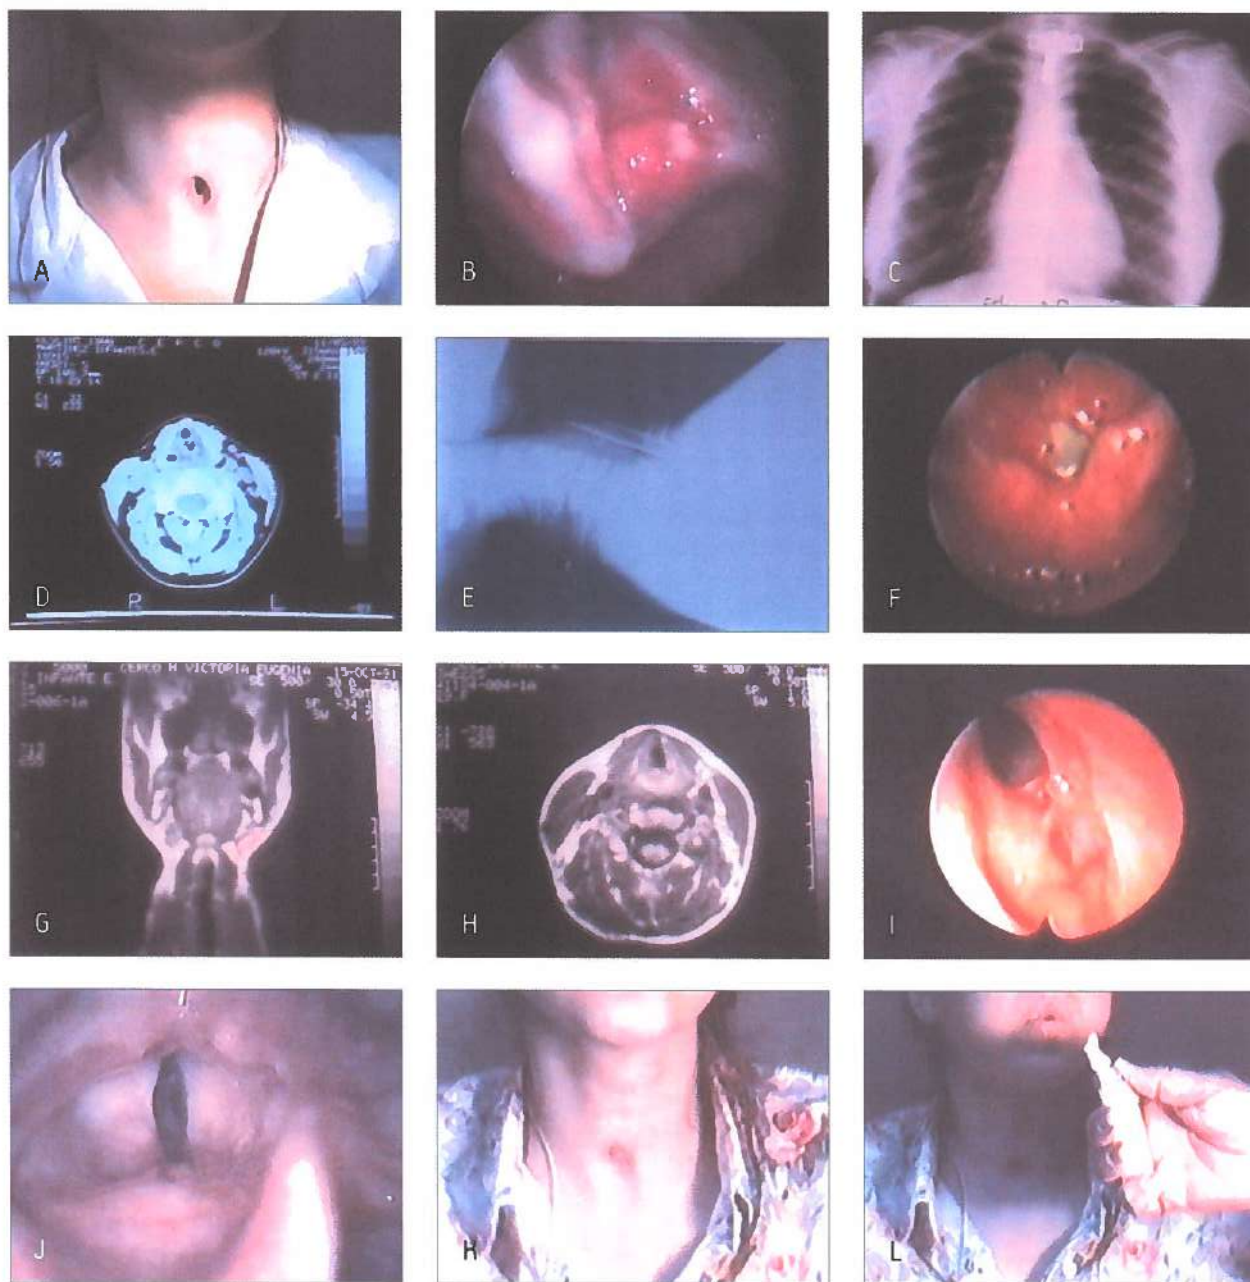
>> Politraumatismo con fractura laríngea múltiple y estenosis laríngea residual tras intubación prolongada. A: Paciente traqueotomizada con estenosis laríngea completa. B: Lesiones a nivel supraglótico especialmente en aritenoides derecho, fracturado y luxado, así como en banda derecha. Luz laríngea no visible. Estenosis completa de grado IV. C: Radiografía PA de tórax con cánula de traqueotomía en posición. D: Corte de TAC a nivel de cuerdas vocales; se aprecia una sinequia de tercio medio. E: Radiografía de perfil en la que se aprecia el tubo de Montgomery en posición tras la recalibración con láser CO₂. F: Fibroscopia laríngea con el tubo de Montgomery al año y medio de la primera recalibración. G: Corte coronal con RNM tras la decanulación definitiva, se aprecia el calibre a nivel subglótico. H: Corte axial con RNM a nivel glótico tras la decanulación y cierre del traqueostoma. I. Fibroscopia laríngea tras la decanulación que muestra cicatriz fibrosa hipertrófica a nivel de comisura anterior y vertiente anterior de subglotis. J: Imagen laríngea en fonación, se aprecia la rigidez postraumática de las cuerdas vocales y la fonación a expensas de las bandas. K: La paciente con el traqueostoma cerrado. L: La paciente soplando y apagando una llama de mechero.
